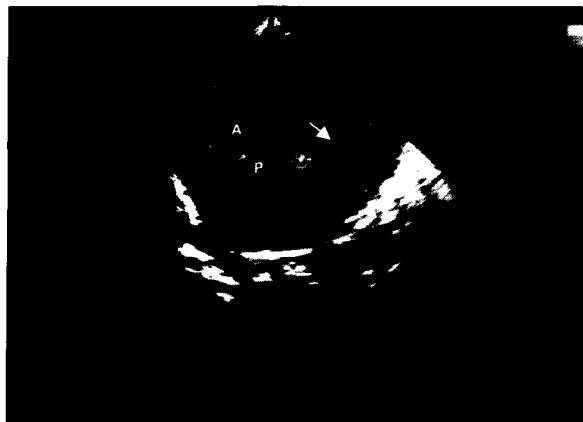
Preoperative Echocardiography. Parasternal long axis view shows DORV with subpulmonary VSD (arrow). DORV, double outlet right ventricle; VSD, ventricular septal defect. A, aorta; P, pulmonary artery
